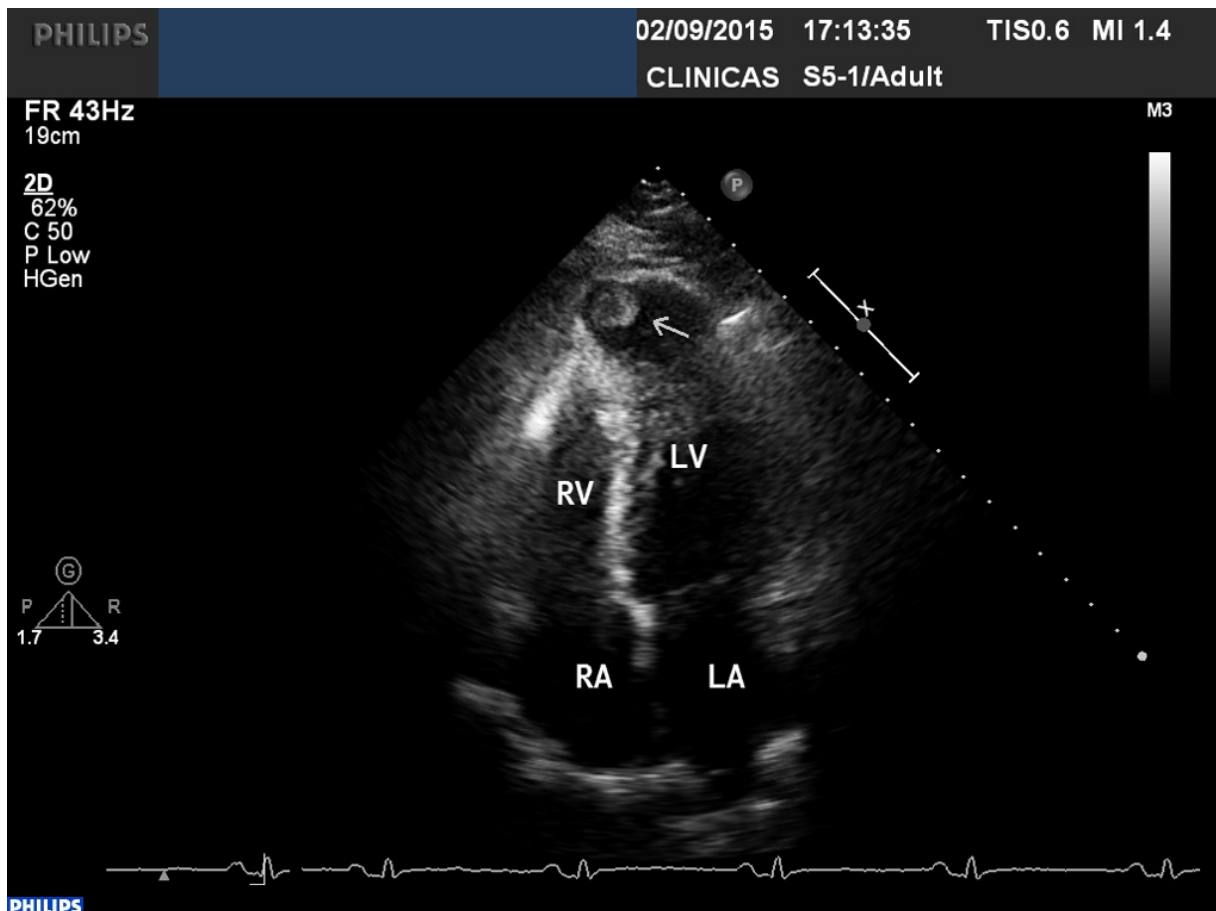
Imagem de ecodopplercardiograma demonstrando aneurisma em ápice do ventrículo esquerdo. A seta indica a presença de um trombo localizado no aneurisma apical. Foto: cortesia da Prof. Dra. Maria do Carmo Pereira Nunes.
